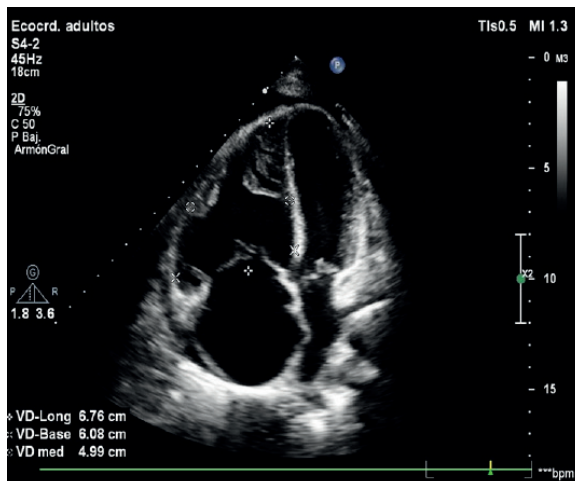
Vista apical 4 cámaras con evidencia de marcada dilatación de cavidades derechas y compresión de cavidades izquierdas.
